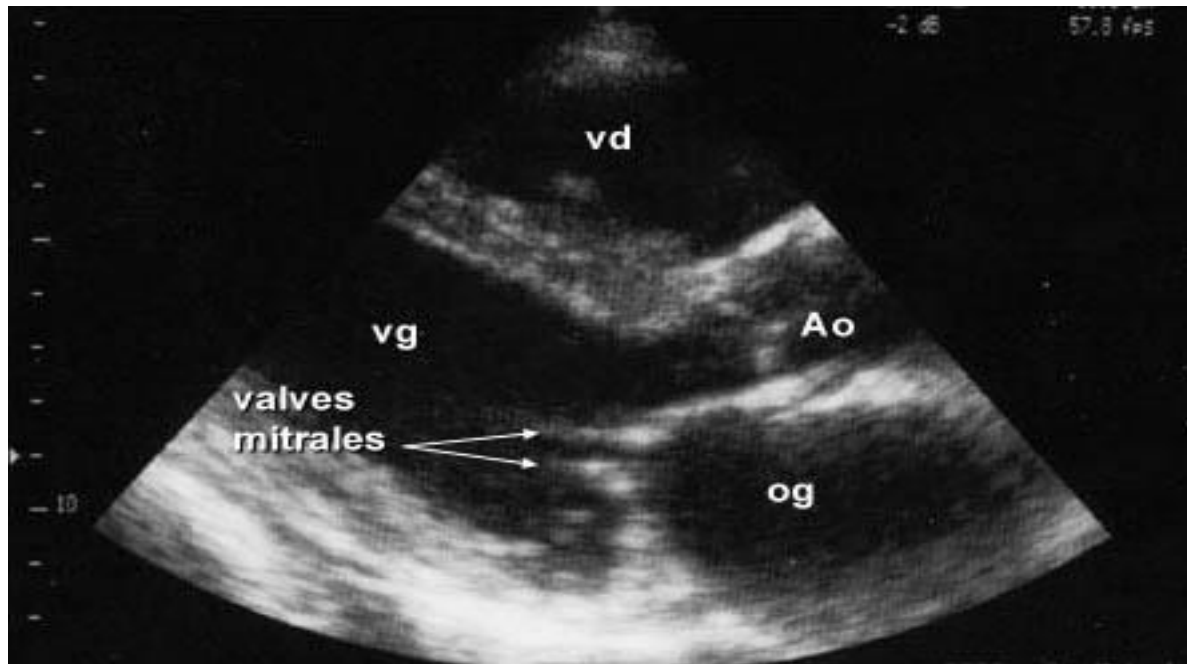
Visualisation du cœur à l'aide d'un appareil d'échographie par voie transthoracique
